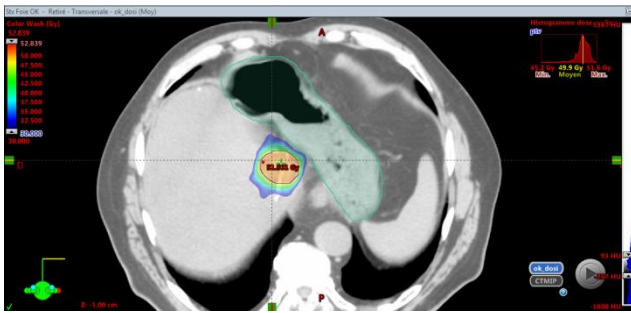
Planification scanographique et par tomographies coniques pour les cinq séances de traitement utilisant un accélérateur Varian® Novalis® Truebeam STx, pour une localisation tumorale du segment 1 hépatique au contact de l'estomac. Dose planifiée de 50 Gy en cinq fractions. *Colorwash* : dose de 30 Gy à dose maximale ; trait vert : estomac. Variation significative de positionnement de l'estomac et d'artéfact lié à la présence de gaz, malgré un patient à jeun pour la séance. Difficulté pour la visualisation quotidienne de l'estomac. Dosimétrie respectant cependant pour chaque séance la contrainte de dose. a : planification dosimétrique sur imagerie scanographique injectée ; b-f : tomographies coniques quotidiennes pour chaque séance (séances 1 à 5), avec recalcul a posteriori de la dosimétrie sur la tomographie conique du jour de la séance.
